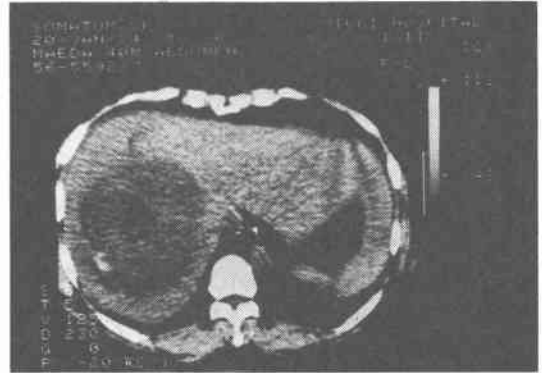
術前腹部CT。肝右葉に巨大な low density area がみられる。
